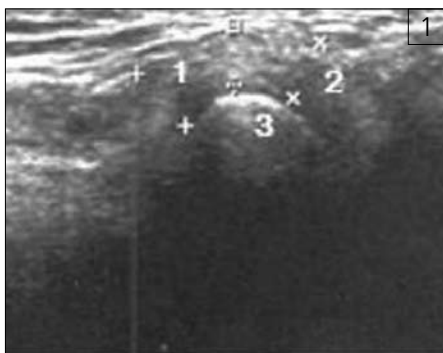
Изображение ВНЧС при УЗИ пациентки Н. при отсутствии внутренних нарушений. Цифрами обозначено: 1 - передняя часть суставного диска; 2 - задняя часть суставного диска; 3 - головка нижней челюсти
